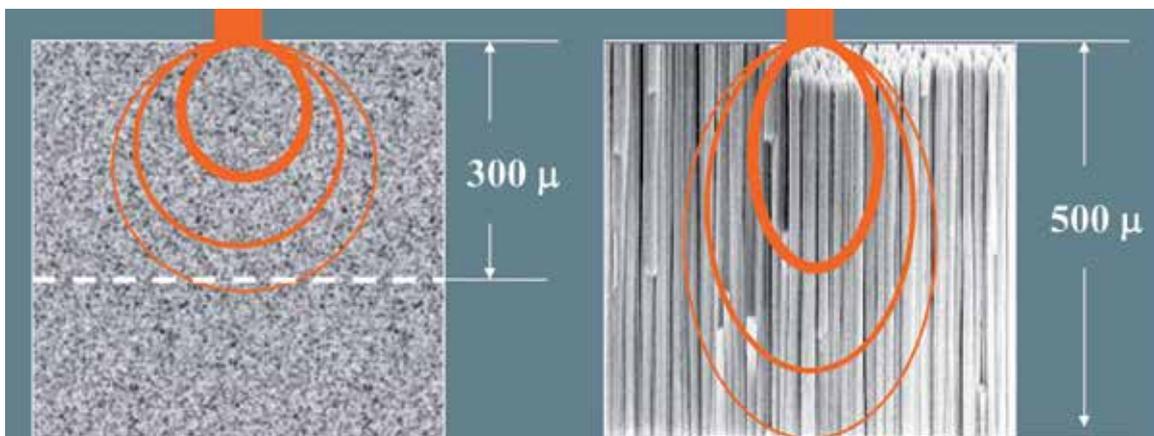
Elektronenmikroskopische Bilder der Phosphorschichten von Pulver- (links) und Nadelkristall-Phosphorplatten (rechts). Die Lichtstreuung in der Pulver-Phosphorschicht verringert die Schärfe und schränkt die anwendbare Beschichtungsdicke und daher auch die Röntgenstrahlenabsorption ein.
